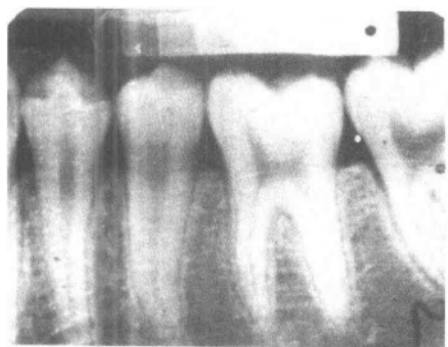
下颌双尖牙及第一磨牙根尖片正常图像示正常牙及牙周组织X线表现
